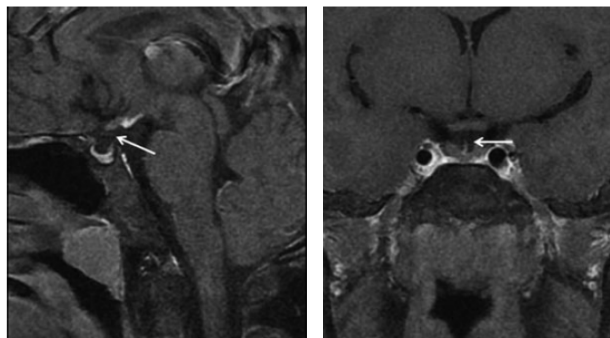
IRM hypophysaire : interruption de la tige pituitaire (SITP).
